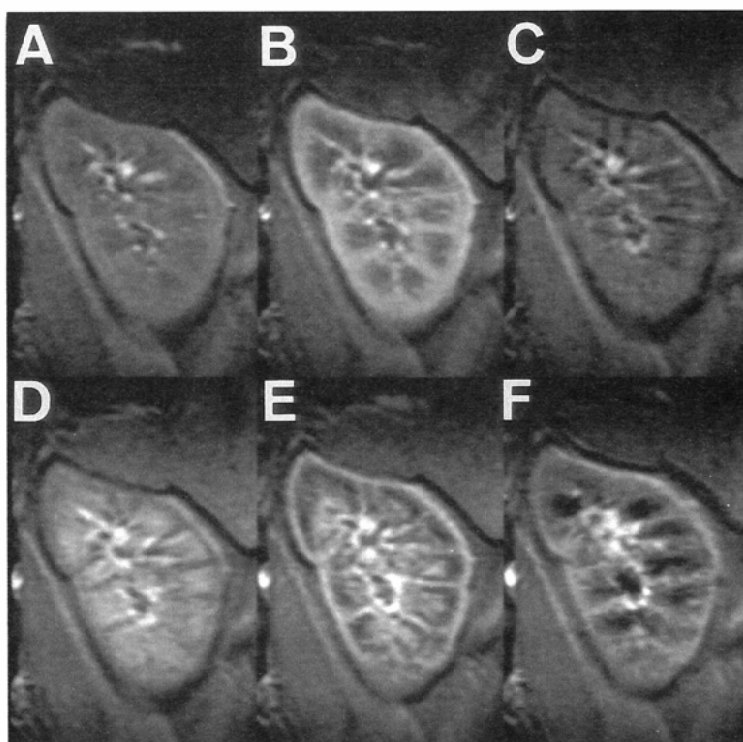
Findings of renal Dynamic MRI
